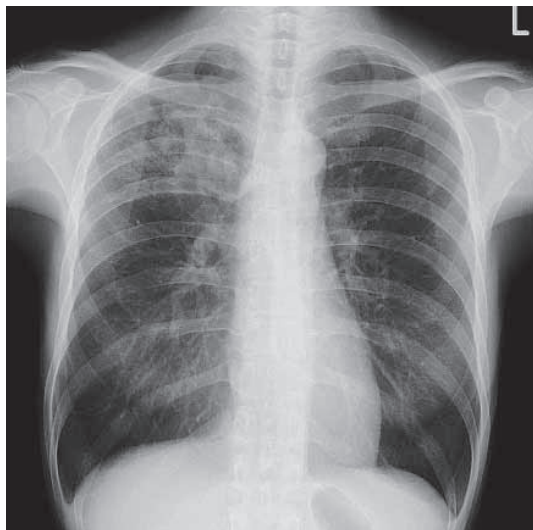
A chest radiograph on admission shows ground glass opacity in the upper field of the right lung.
